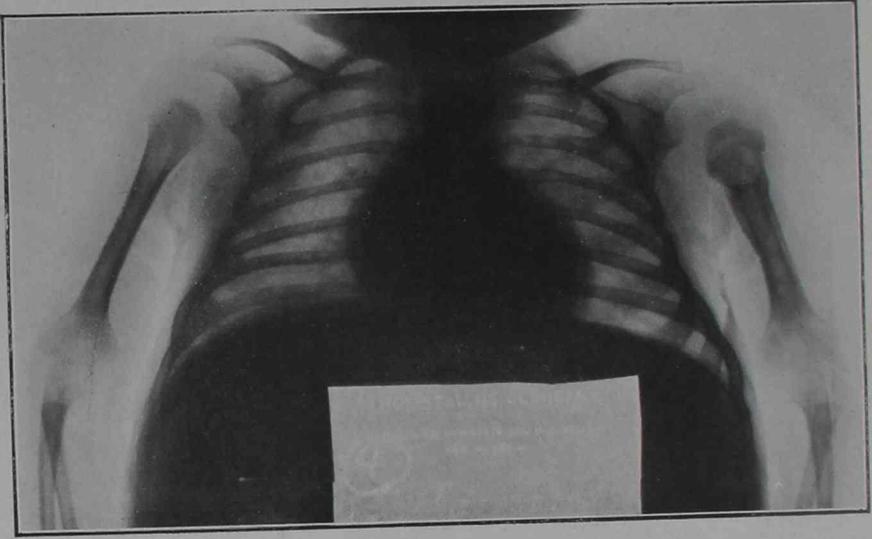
º 3: Radiografía obtenida casi dos meses después de la intervención
